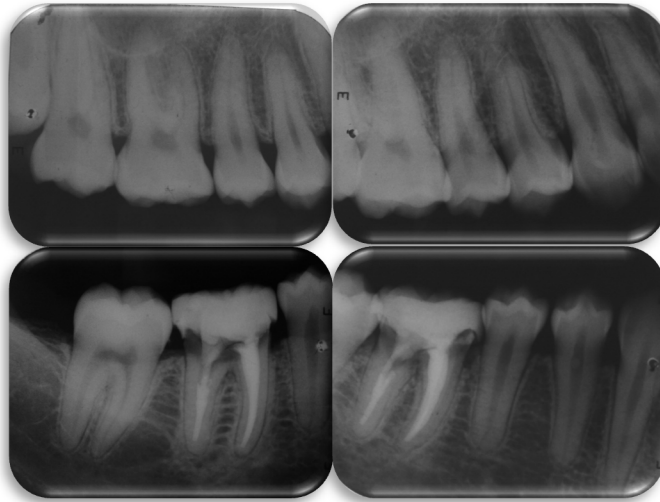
Radiografías de la zona posterior izquierda.
